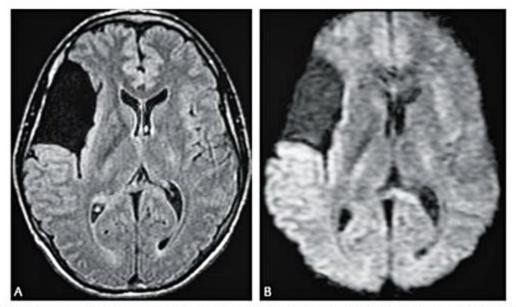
Cisto aracnoide. Imagem de RM no plano axial utilizando-se a técnica FLAIR (A) demonstra lesão cística na região da fissura sylviana direita, com sinal idêntico ao do liquor. A sequência de difusão (B) mostra sinal semelhante ao do liquor na lesão (hipossinal), sugerindo o diagnóstico de cisto aracnoide.
